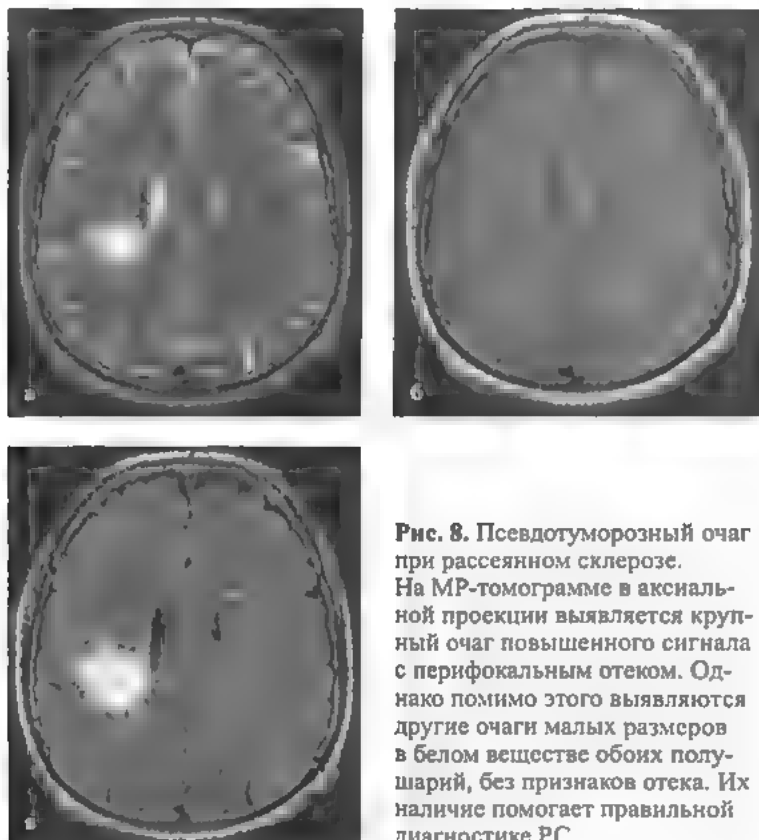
Псевдотуморозный очаг при рассеянном склерозе. На МР-томограмме в аксиальной проекции выявляется крупный очаг повышенного сигнала с перифокальным отеком. Однако помимо этого выявляются другие очаги малых размеров в белом веществе обоих полушарий, без признаков отека. Их наличие помогает правильной диагностике РС.
